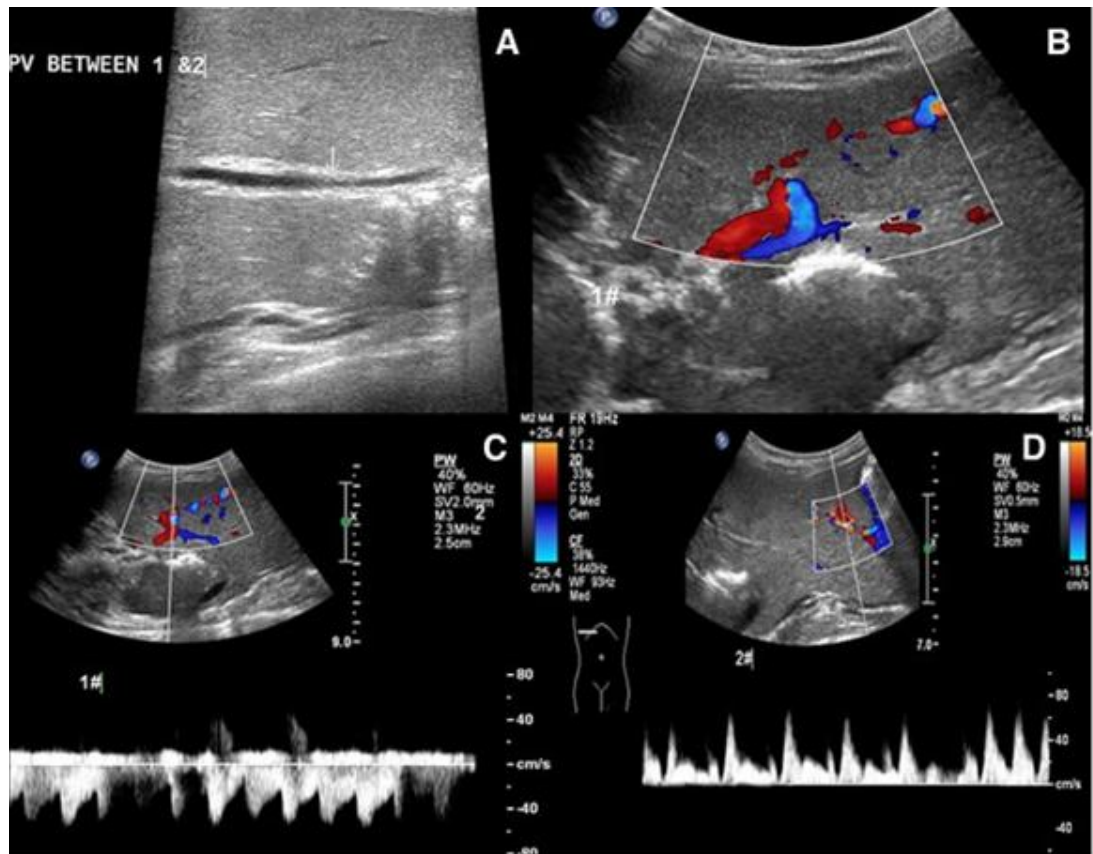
échographie préopératoire chez JC thoracopages à J30, A) communication des vaisseaux sanguins dans le foie. (B-C) Doppler montrant l'absence de l'art hépatique du jumeau 1. (D) l'échographie Doppler de l'artère hépatique montre que le spectre de fréquences chez le jumeau 2 était vers le foie [104].
